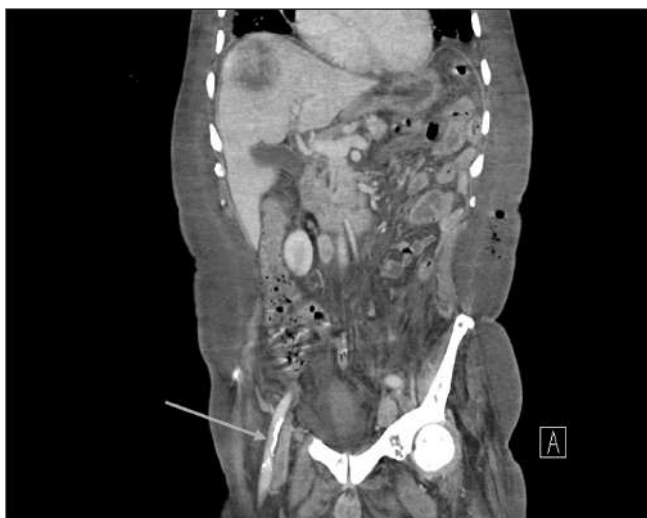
CT abdomen, cu substanță de contrast, secțiune frontală: ficat de dimensiuni normale, cu o formațiune solidă, hipodensă, cu diametrul de 6,8 cm, iodofilă periferic, cu arie de necroză centrală. Rect cu perete îngroșat, edemațiat, cu o masă iodofilă, neomogenă, cu diametrul de 2,3 cm, în vecinătatea acestuia. Adenopatii subdiafragmatice, la nivelul trunchiului celiac, inter-aortico-cav, iliac comun, iliac intern și extern bilateral. Lichid liber peritoneal, în cantitate mică (8 mm). Colostomă stângă. Multiple determinări secundare osoase
